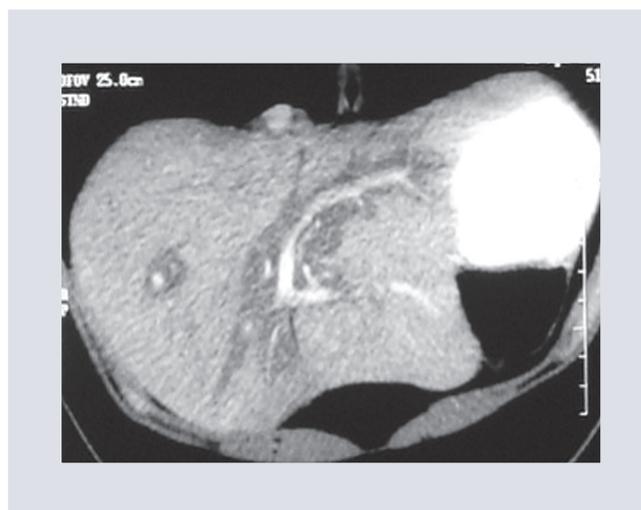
En la imagen de reconstrucción multiplanar curva de la tomografía computarizada multidetector se demuestra con mayor precisión la relación entre las imágenes hipodensas perivasculares y que corresponden a neurofibromatosis plexiforme con extensión periportal hacia la raíz del mesenterio con extensión a la arteria mesentérica superior.
